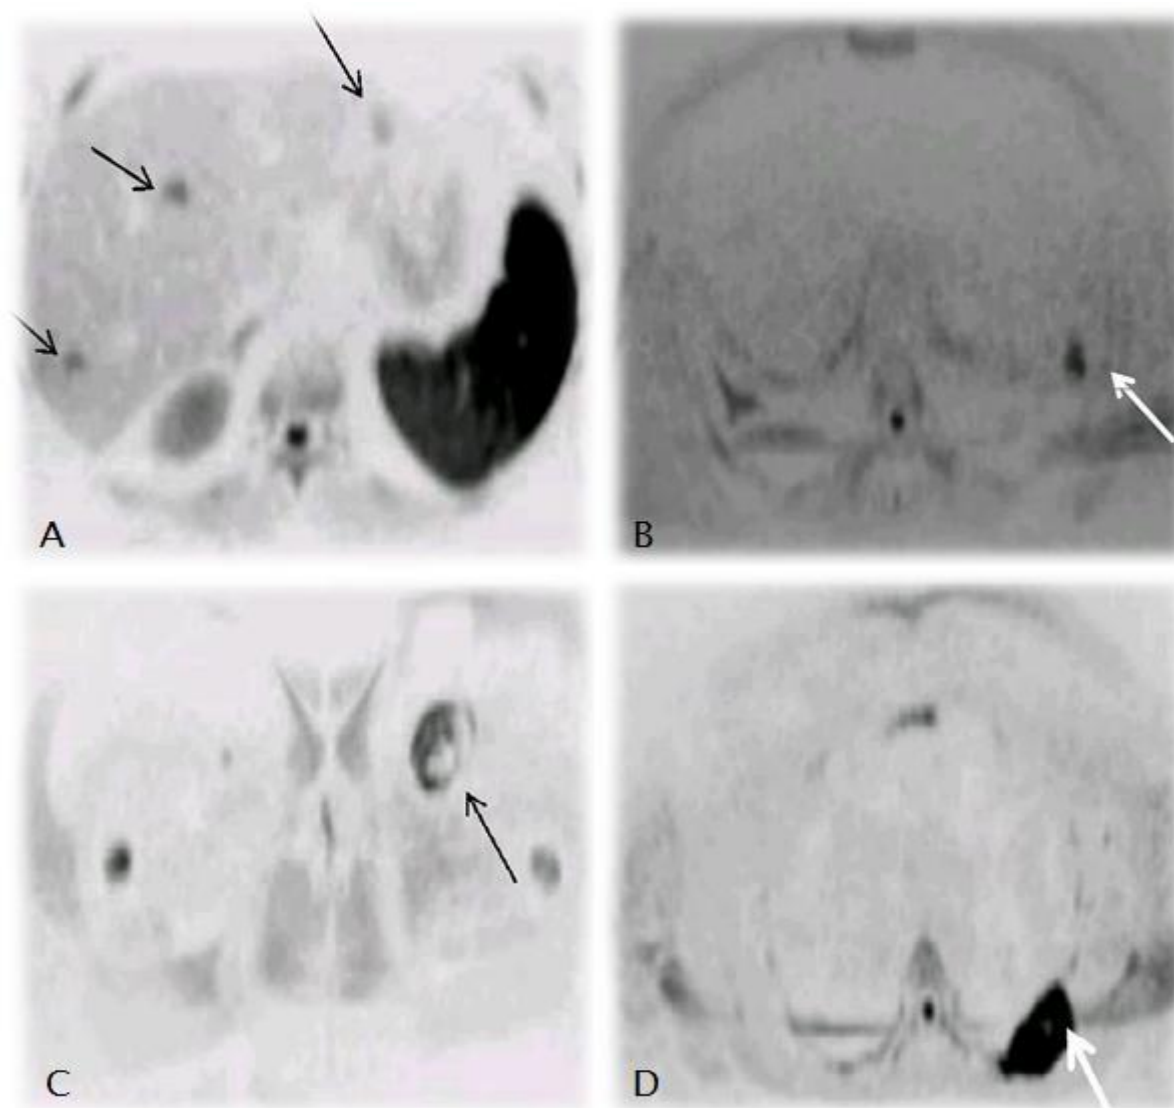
aspect des métastases d'un mélanome en IRM avec séquence de diffusion
